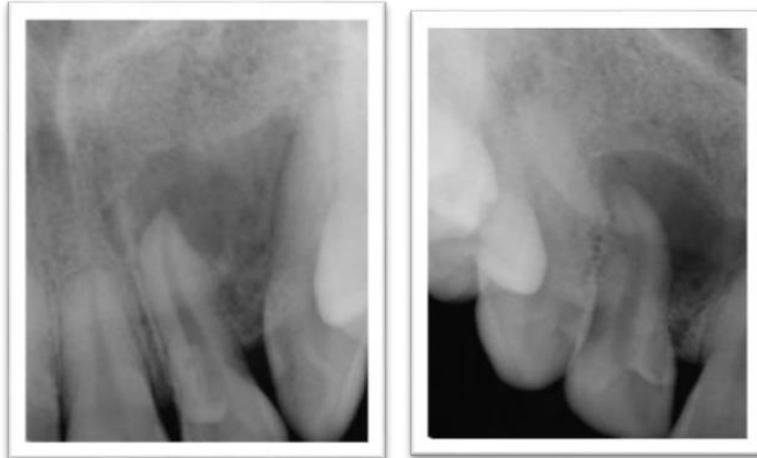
Paciente acude a consulta por hallazgo en radiografía panorámica, al buscar la causa de la lesión se percataron que había una zona radiopaca en los laterales superiores dando la apariencia de un diente dentro del diente.
